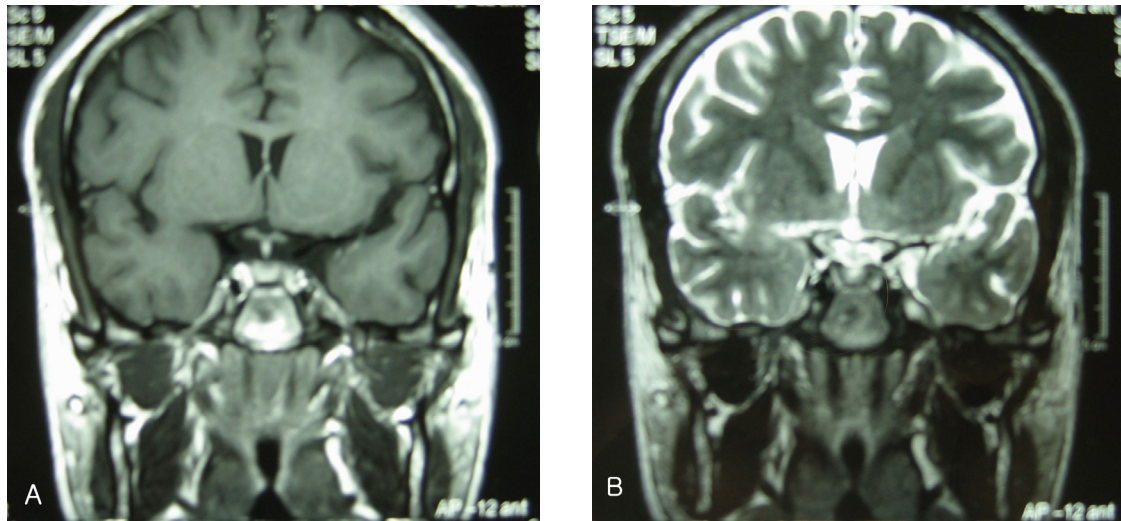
Sellar MRI Contrst. No gross abnormality.
